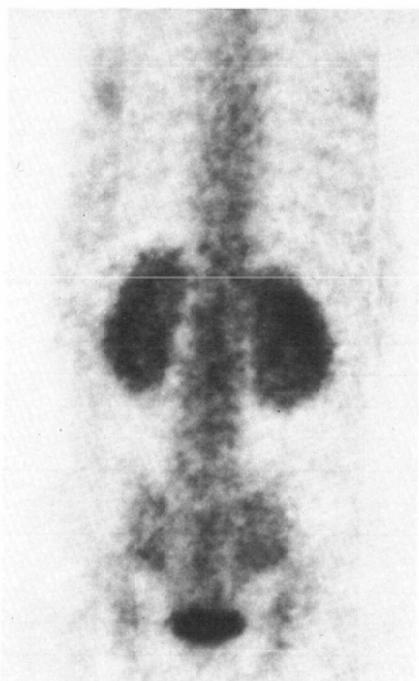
Bone scintigram of a 40-year-old male with liver cirrhosis showing "hot kidneys".
